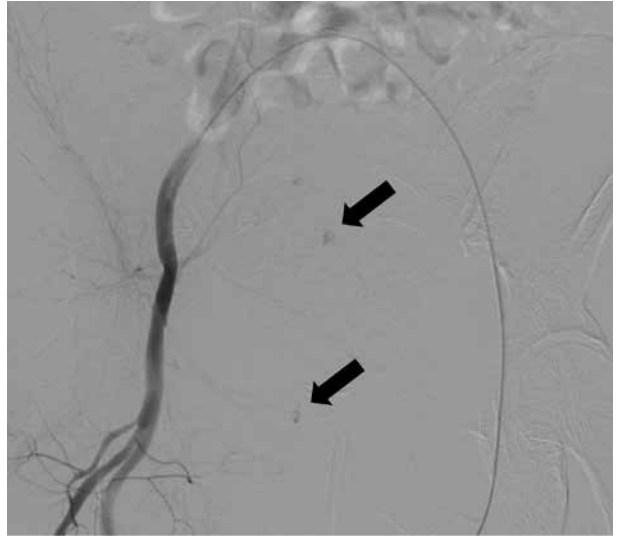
CT angiogram showing active extravasation of arterial contrast (black arrows)
